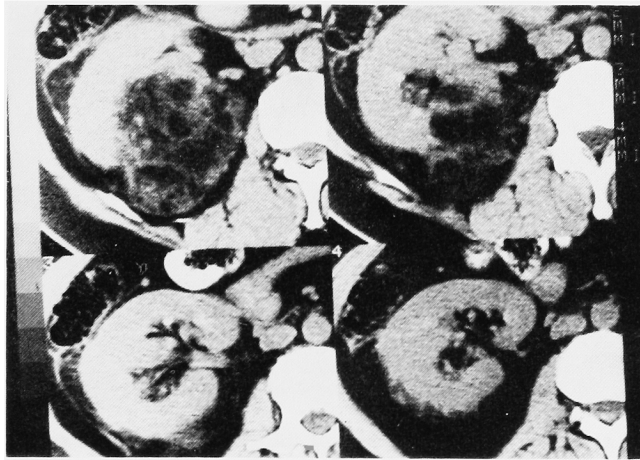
Case 2: CT-scan shows mass at the upper part of the right kidney
